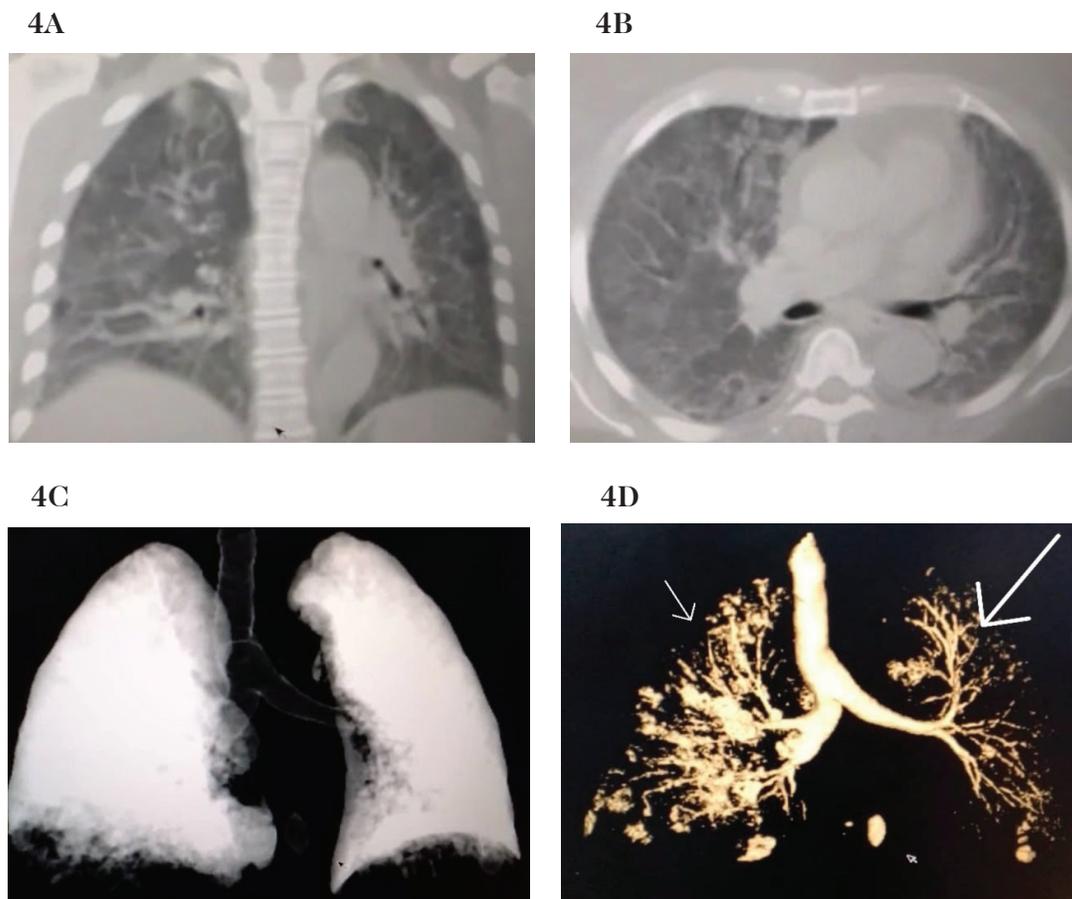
(A y B) Tomografía de tórax en reconstrucción coronal y corte axial muestra patrón en vidrio deslustrado bilateral, (C) volumétrico compromiso severo bilateral, (D) reconstrucción 3D con afectación parenquimatosa severa, predominantemente en pulmón izquierdo. (Imagen archivo Dra. Arias, Hospital Alfredo Van Grieken de Coro, Falcón Venezuela 2021).
